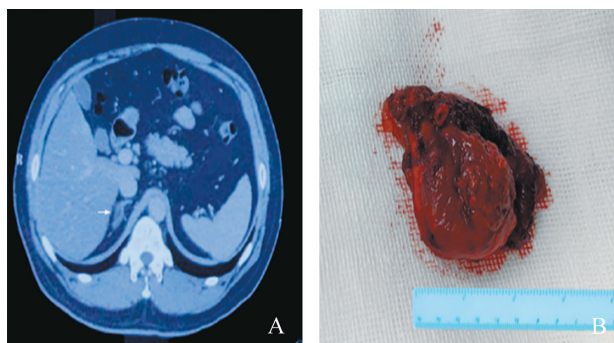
右侧肾上腺血管平滑肌瘤影像学及大体标本情况(A:常规CT检查提示右侧肾上腺区约21 mm×18 mm大的肿物,边缘信号致密,白色箭头示;B:右侧肾上腺肿瘤完整切除,标本2.5 cm×2 cm大,质地偏硬)
